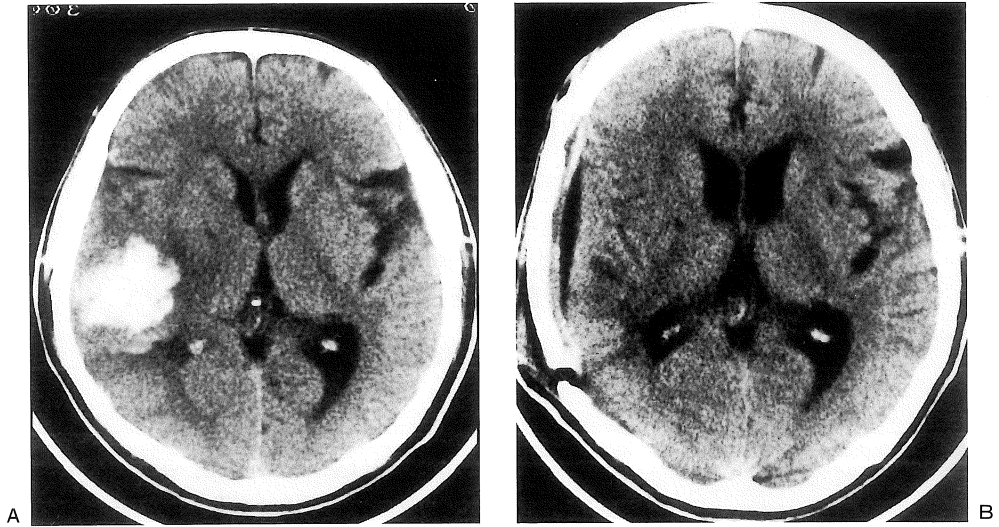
A: (術前CT) 右側頭葉に皮質下出血を認める. B: (術後32日CT) 右側頭葉の血腫は吸収され消失している. 右被殻部に小梗塞巣を認める.
